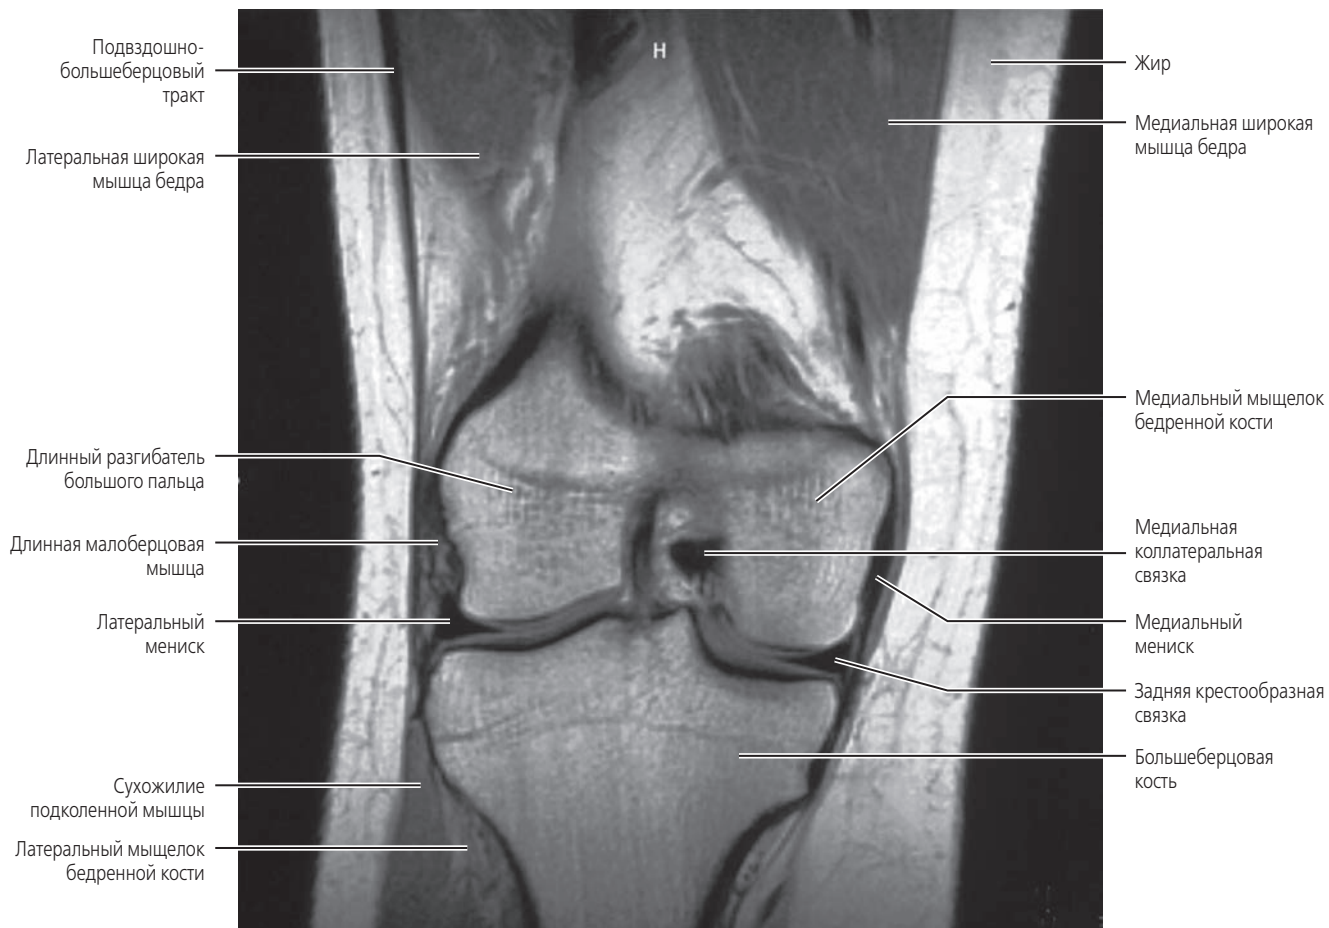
Коронарная МРТ коленного сустава в режиме T1 (снимок <http://www.medcyclopaedia.com> by GE Healthcare).
